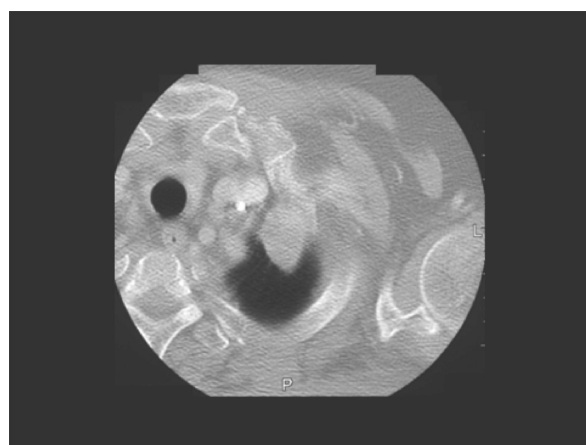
限局性腫瘤を形成した胸膜中皮腫症例。胸部 CT で胸壁限局性に腫瘤形成を認める。一見単発の限局性腫瘤様の所見であるが，実際の手術所見では病変はびまん性の拡がりを示していた。
